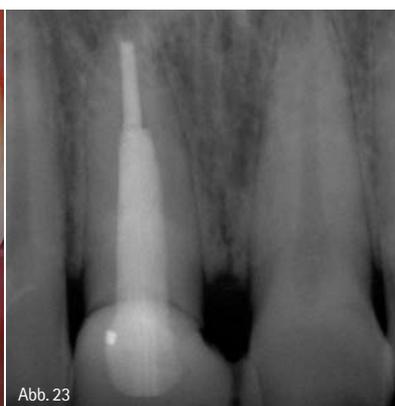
Provisorische Versorgung. – Abb. 23: Röntgenkontrollaufnahme.
